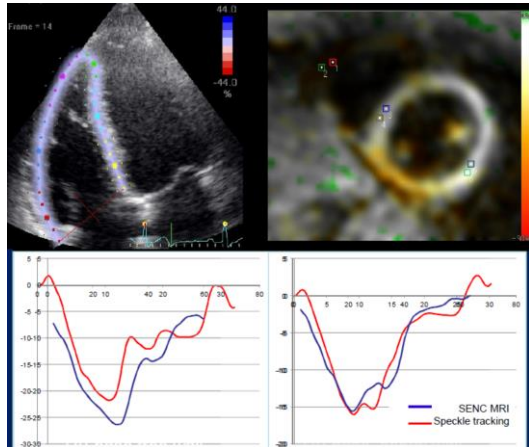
正常ボランティアにおけるスペックルトラッキング超音波と SENC MRI による心室長軸方向の心筋ストレイン解析. 左下は右室自由壁、右下は心室中隔の時間-ストレイン曲線を示す。
